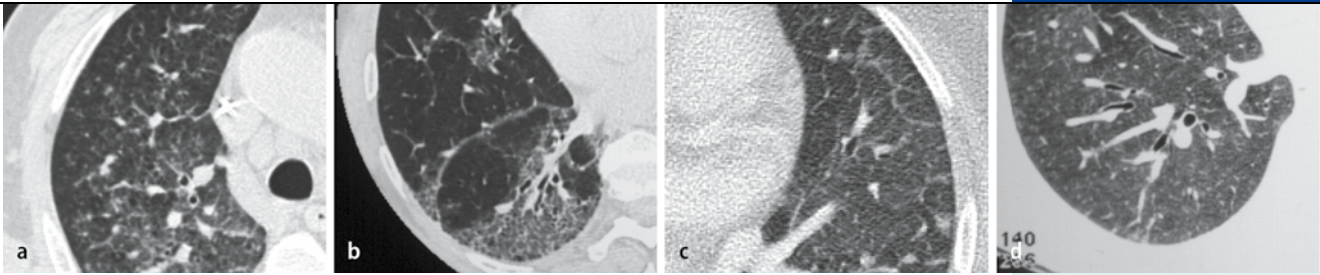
▲ Mögliche Differenzialdiagnosen einer Milchglasopazität in der CT: a CMV-Pneumonie (zusätzlich noduläre Verdichtungen und erhaltene Mikroarchitektur des SPL); b idiopathische pulmonale Fibrose (zusätzlich Bronchiolektasen, Destruktion der Mikroarchitektur des SPL und Verdickung des intralobulären Bindegewebes); c hydrostatisches Lungenödem (zusätzlich verdickte IL und erhaltene Struktur des SPL); d exogen-allergische Alveolitis (zusätzlich zentrilobuläre, unscharf begrenzte Noduli und „air trapping“)
